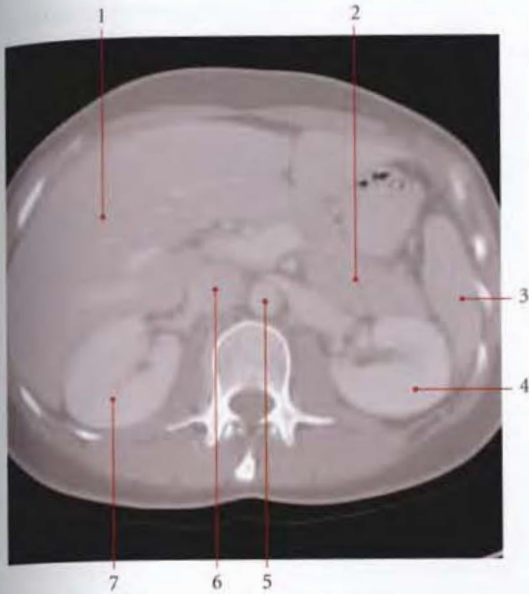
TDM passant par L2 (vue inférieure)
